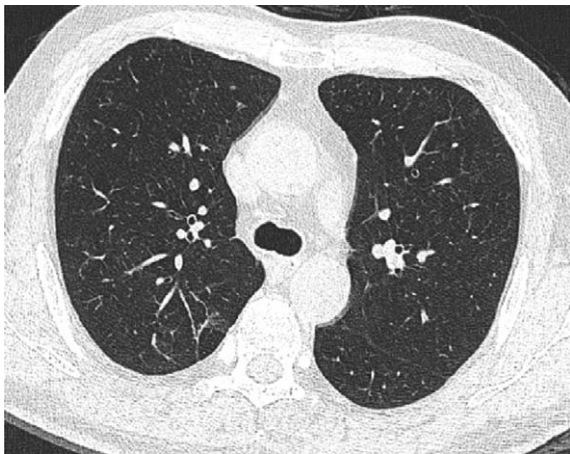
Four months after discharge, HRCT scan shows nearly normalized findings.
